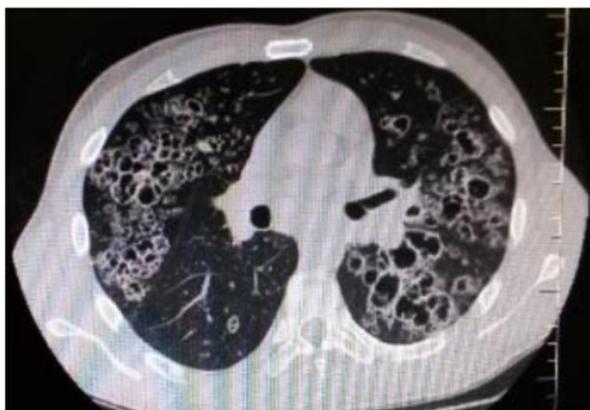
Tomografia computadorizada de tórax com lesões sugestivas de criptococose.
